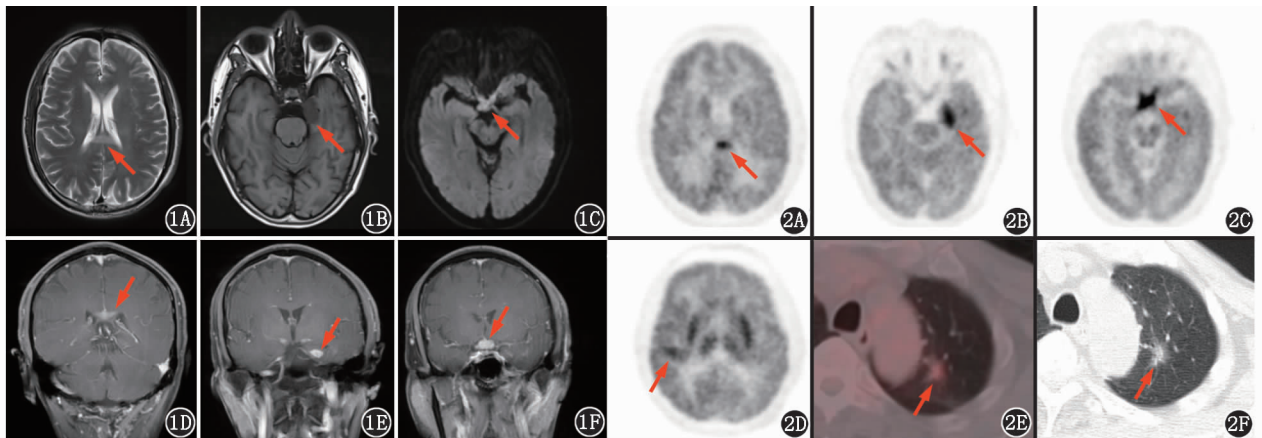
颅内多发病变患者 (男, 60 岁) 头部增强 MRI 图像。1A. T₂ 加权成像 (WI) 横断面示胼胝体部病变呈稍高信号 (箭头示); 1B. T₁ WI 横断面示左侧颞叶内侧病变呈低信号 (箭头示); 1C. T₂ 液体衰减反转恢复序列 (FLAIR) 横断面示视交叉增粗, 呈高信号 (箭头示); 1D~1F. 增强扫描冠状面示胼胝体、左侧颞叶内侧、视交叉病变明显强化 (箭头示) 图 2 同一患者 ¹⁸F-FDG PET/CT 显像图。2A~2D. 脑 PET 横断面图像示胼胝体部、左侧颞叶内侧、视交叉代谢增高灶 (2A~2C, 箭头示), 右侧外侧裂区域皮质代谢增高 (2D, 箭头示); 2E, 2F. 躯干 PET/CT 图像示左肺上叶代谢增高磨玻璃密度结节 (箭头示)
